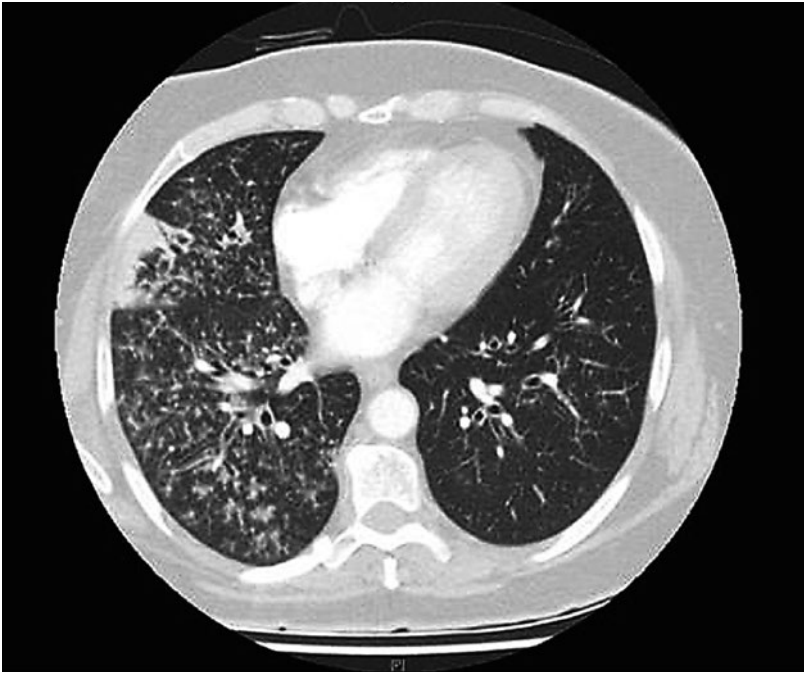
Thorax-CT transversal: «Tree in bud»(Baum in Blüte)-Muster der rechten Lunge.
